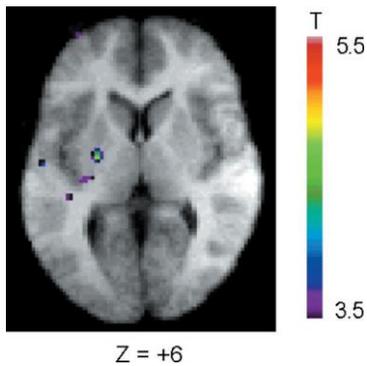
Activación del putamen mientras se para una tarjeta después de un cambio de regla de clasificación. La imagen de resonancia magnética es el promedio de la adquisición T1 de 11 participantes.
